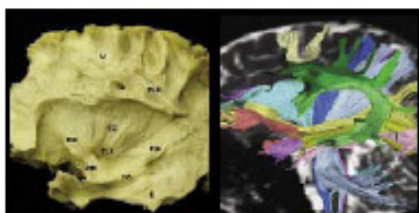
(Esquerda) Foto anatômica. (Direita) Tomografia (para identificação pelo padrão da coroa - legendas correspondentes nas demais figuras). FOI= fascículo fronto-occipital inferior; UNC= fascículo uncinado; CLA= clástrico; CÉ= cápsula interna; U= fibras em U; FLS= fascículo longitudinal superior; RA= radiação auditiva; LI= fascículo longitudinal inferior.
